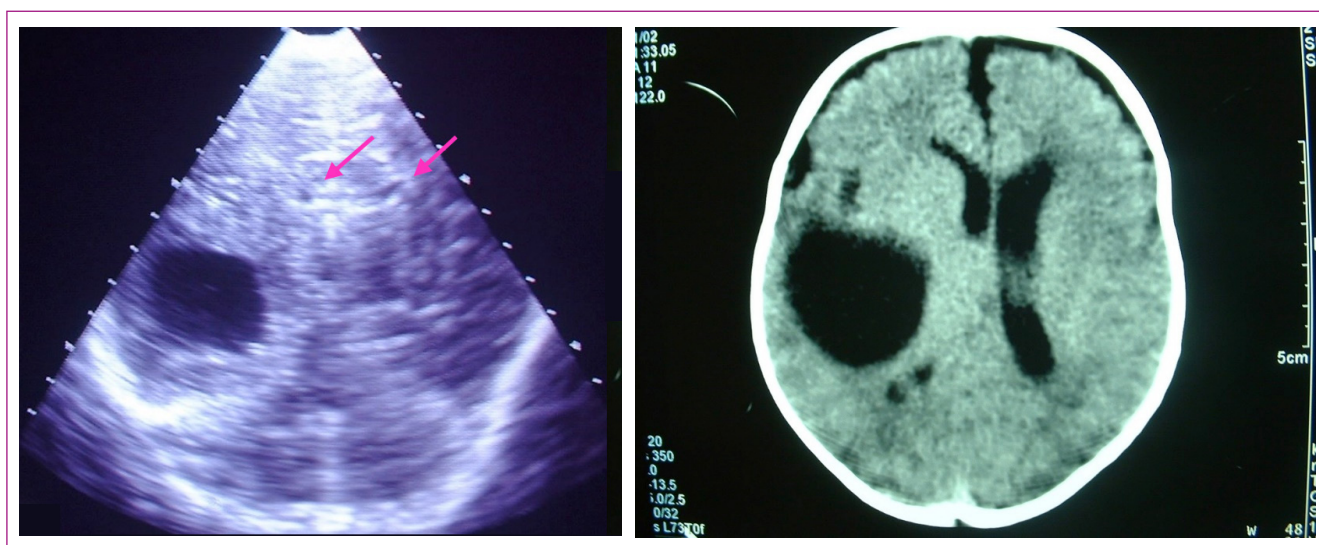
Quiste insufiante. La ecografía (izquierda), con el corte coronal, y la TC (derecha) muestran el quiste y la compresión de los ventrículos laterales (flechas).
